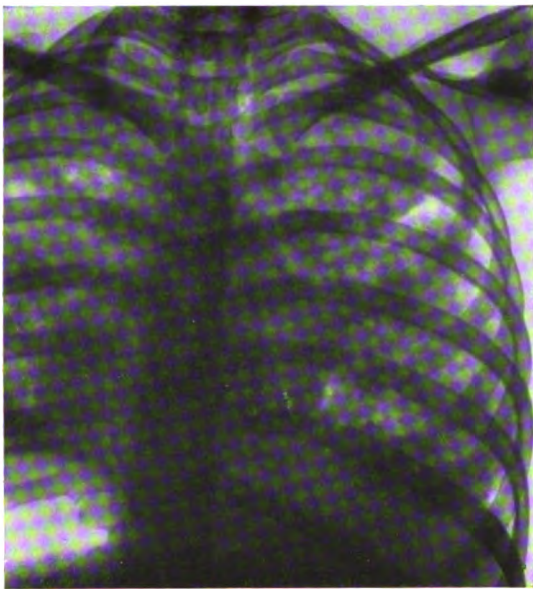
Fall X. Minna W.: Beiderseits sehr dichtstehende, besonders in den Spitzen konfluierende, intensive, verwaschene Schattenflecke. Im rechten Mittelfeld und rechts unten kleinere verwaschene Schattenflecke zwischen großen konfluierenden Herden. Röntgendiagnose: Exsudative Form. Klinische Diagnose: Dasselbe. Mikroskopische Diagnose: Überwiegend produktiv.
